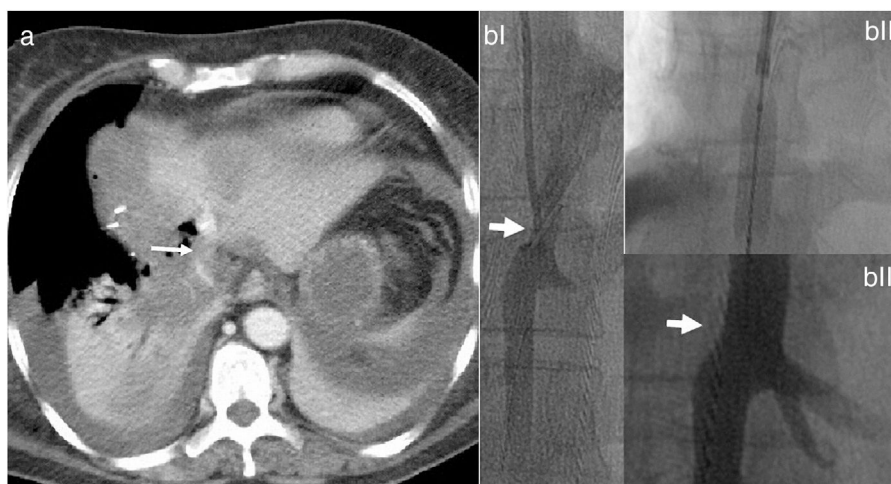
a) La tomografía computarizada con contraste intravenoso evidencia la dislocación del remanente hepático (la flecha señala giro de vena suprahepática izquierda); b) Venografía de estenosis a nivel de suprahepática izquierda (a). Colocación de stent (b). Resultado luego de la dilatación y la colocación del stent (c).
